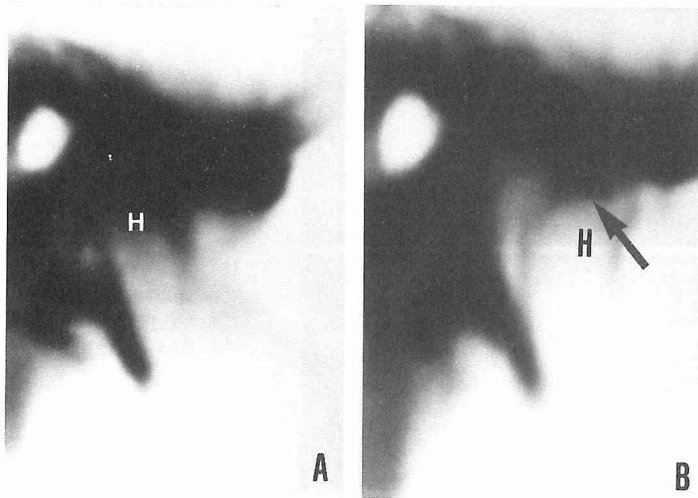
症例6の顎関節上下関節腔造影X線写真(X線TV断層リバース写真で造影剤は黒く観察される。)
